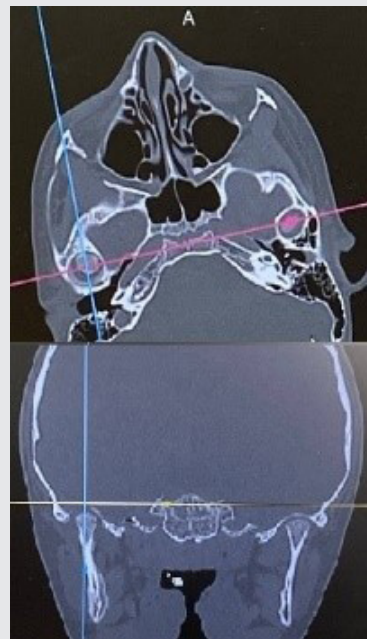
МСКТ пациентки Р., 10 лет, сразу после операции
